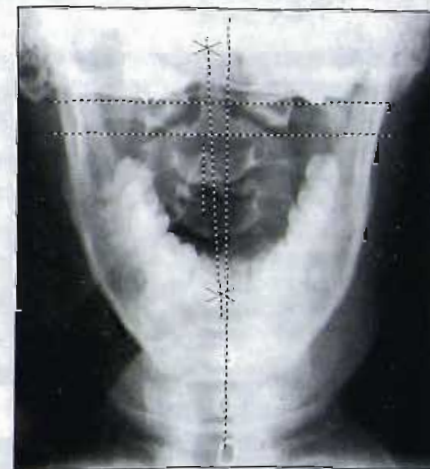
Ротационная дисфункция II и I шейных позвонков. Рентгенограмма в прямой проекции через открытый рот.
